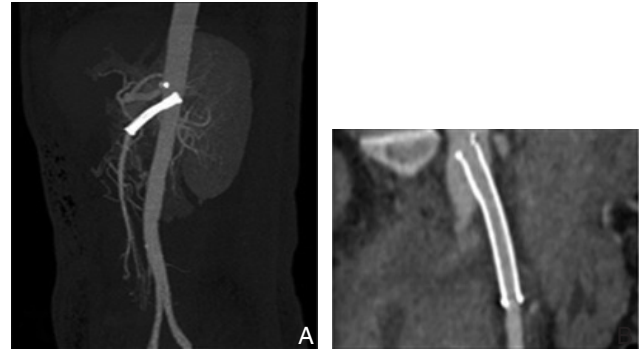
患者术后 3 个月随访 CTA A: 3D 重建图片显示支架定位良好, 远端血管通畅; B: MPR 支架内纵切面重建显示支架形态良好, 闭塞段管腔完全开通
